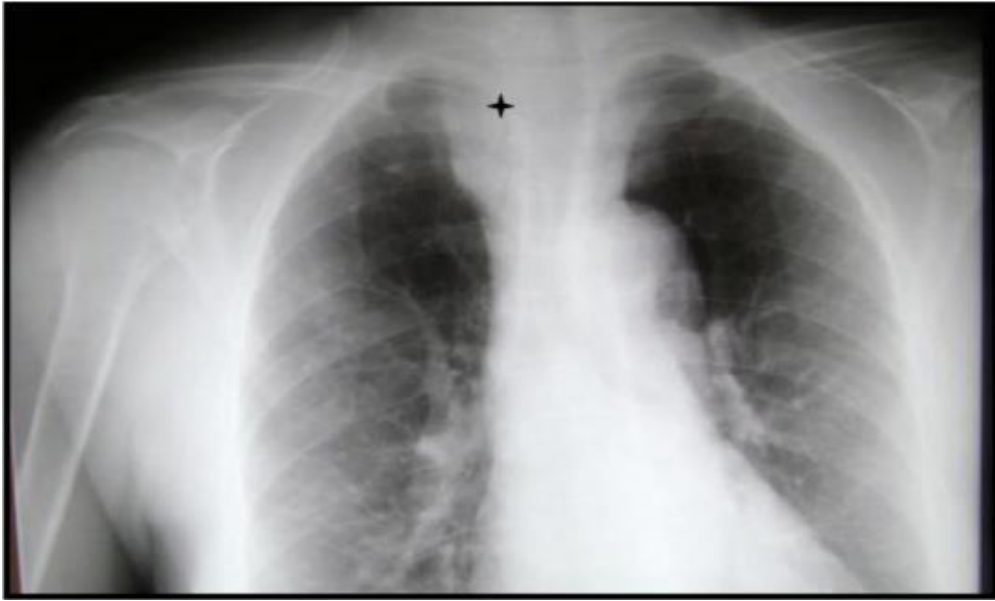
Radiographie thoracique montrant un élargissement médiastinal chez un patient ayant un goitre volumineux
